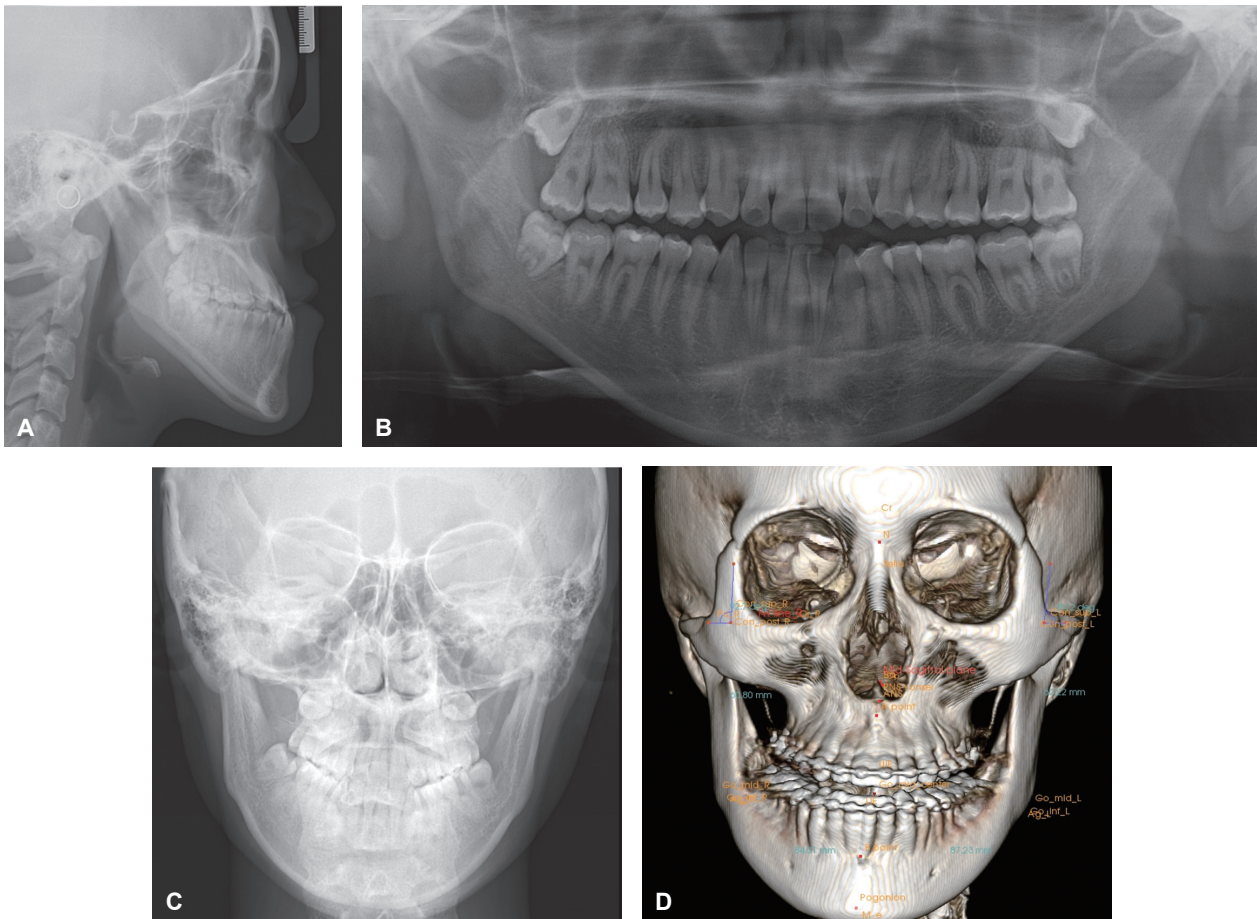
Images of pretreatment lateral cephalogram (A), panoramic radiograph (B), and posteroanterior cephalogram (C). Presurgical 3D facial CBCT image (D).
